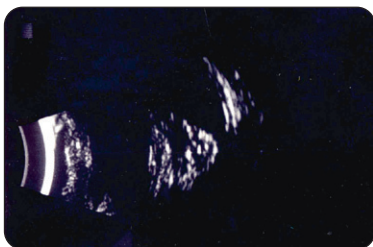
Calcifications en échographie
